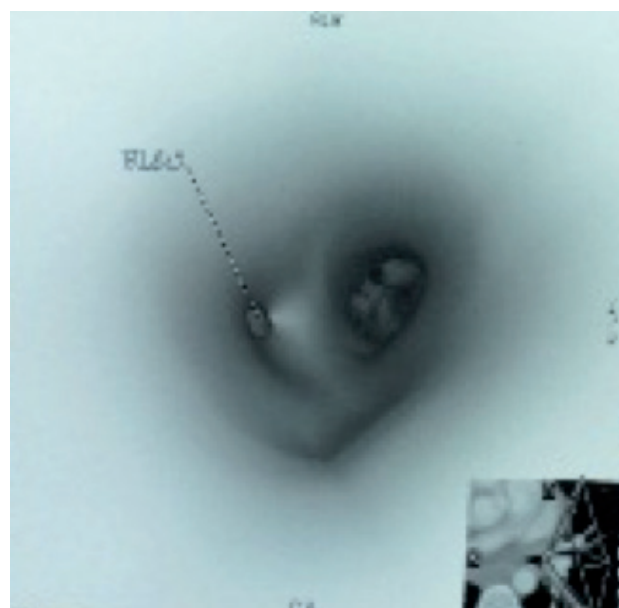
CT scan showing a narrowed left lobe bronchus without intraluminal obstruction or extraluminal compression
